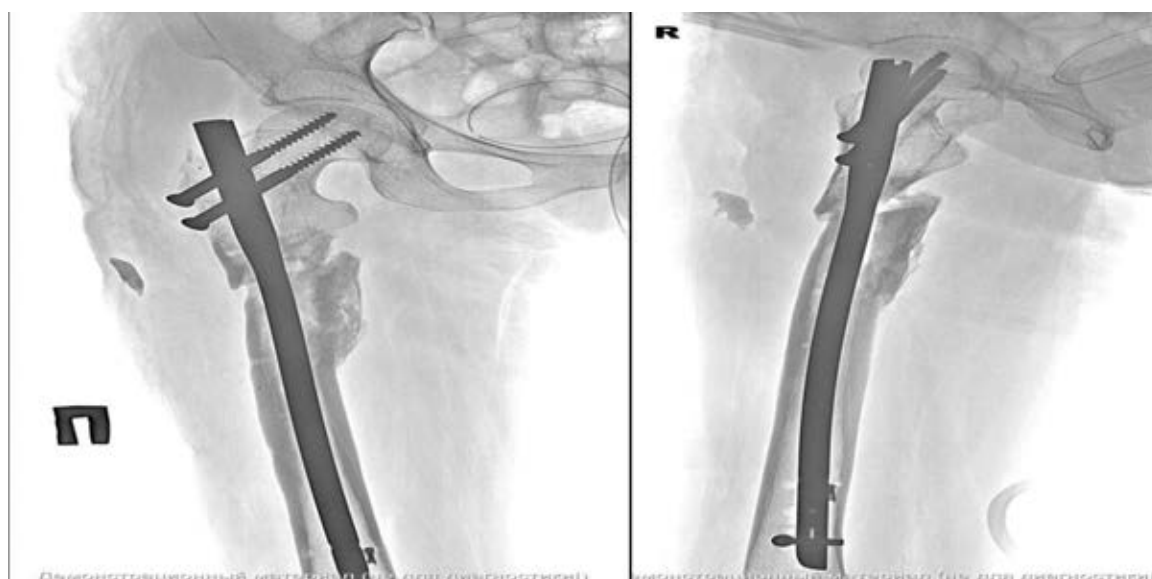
Рентгенограммы пациента С. А.: интрамедуллярный реостеосинтез
